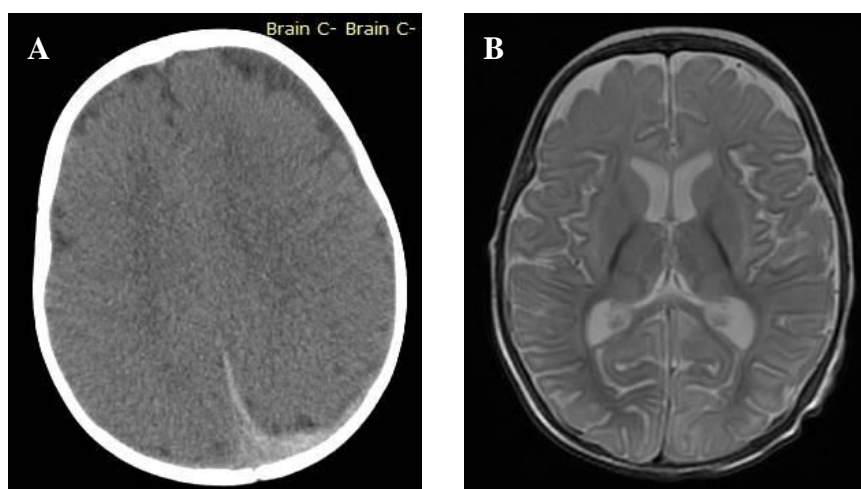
案例二 (A) 腦部電腦斷層掃描 (Computed Tomography, CT) 影像。(B) 腦部磁振造影 (Magnetic Resonance Imaging, MRI) 檢查影像。
